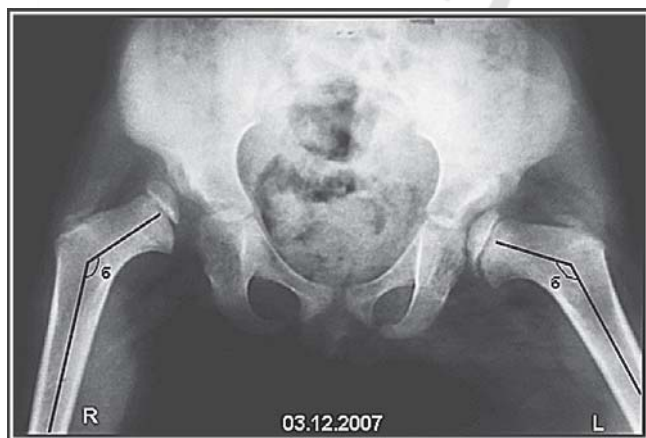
Рентгенограмма таза. Отведение и внутренняя ротация. Врожденный вывих обоих бедер. Черным указаны шеечно-диафизарные углы (углы β) до операции (правый – 140° и левый-136°). Угол патологической антеторсии справа-65°, слева-30°.
